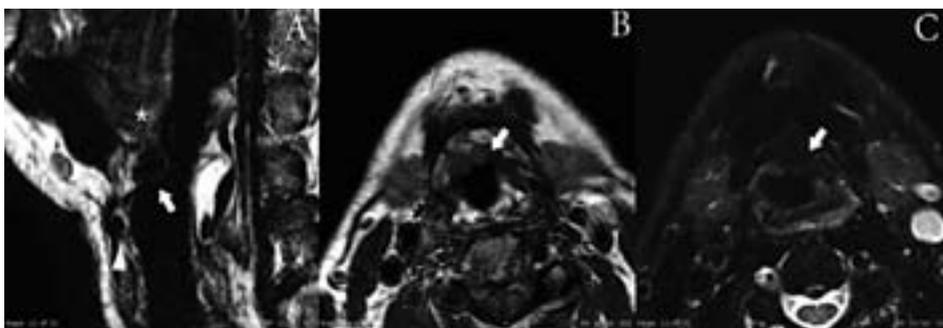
aspetto del PDMS (in RM), in paziente con esiti di laringectomia sovracricoidea, ad un anno dall'iniezione del materiale. A: T2 pesata, sagittale; B: T1 pesata, assiale; C: T2 pesata con soppressione di grasso, assiale. (punta di freccia: anello cricoideo; asterisco: base linguale; freccia: PDMS). Da: Alicandri-Ciufelli M, et al. 2010⁷
